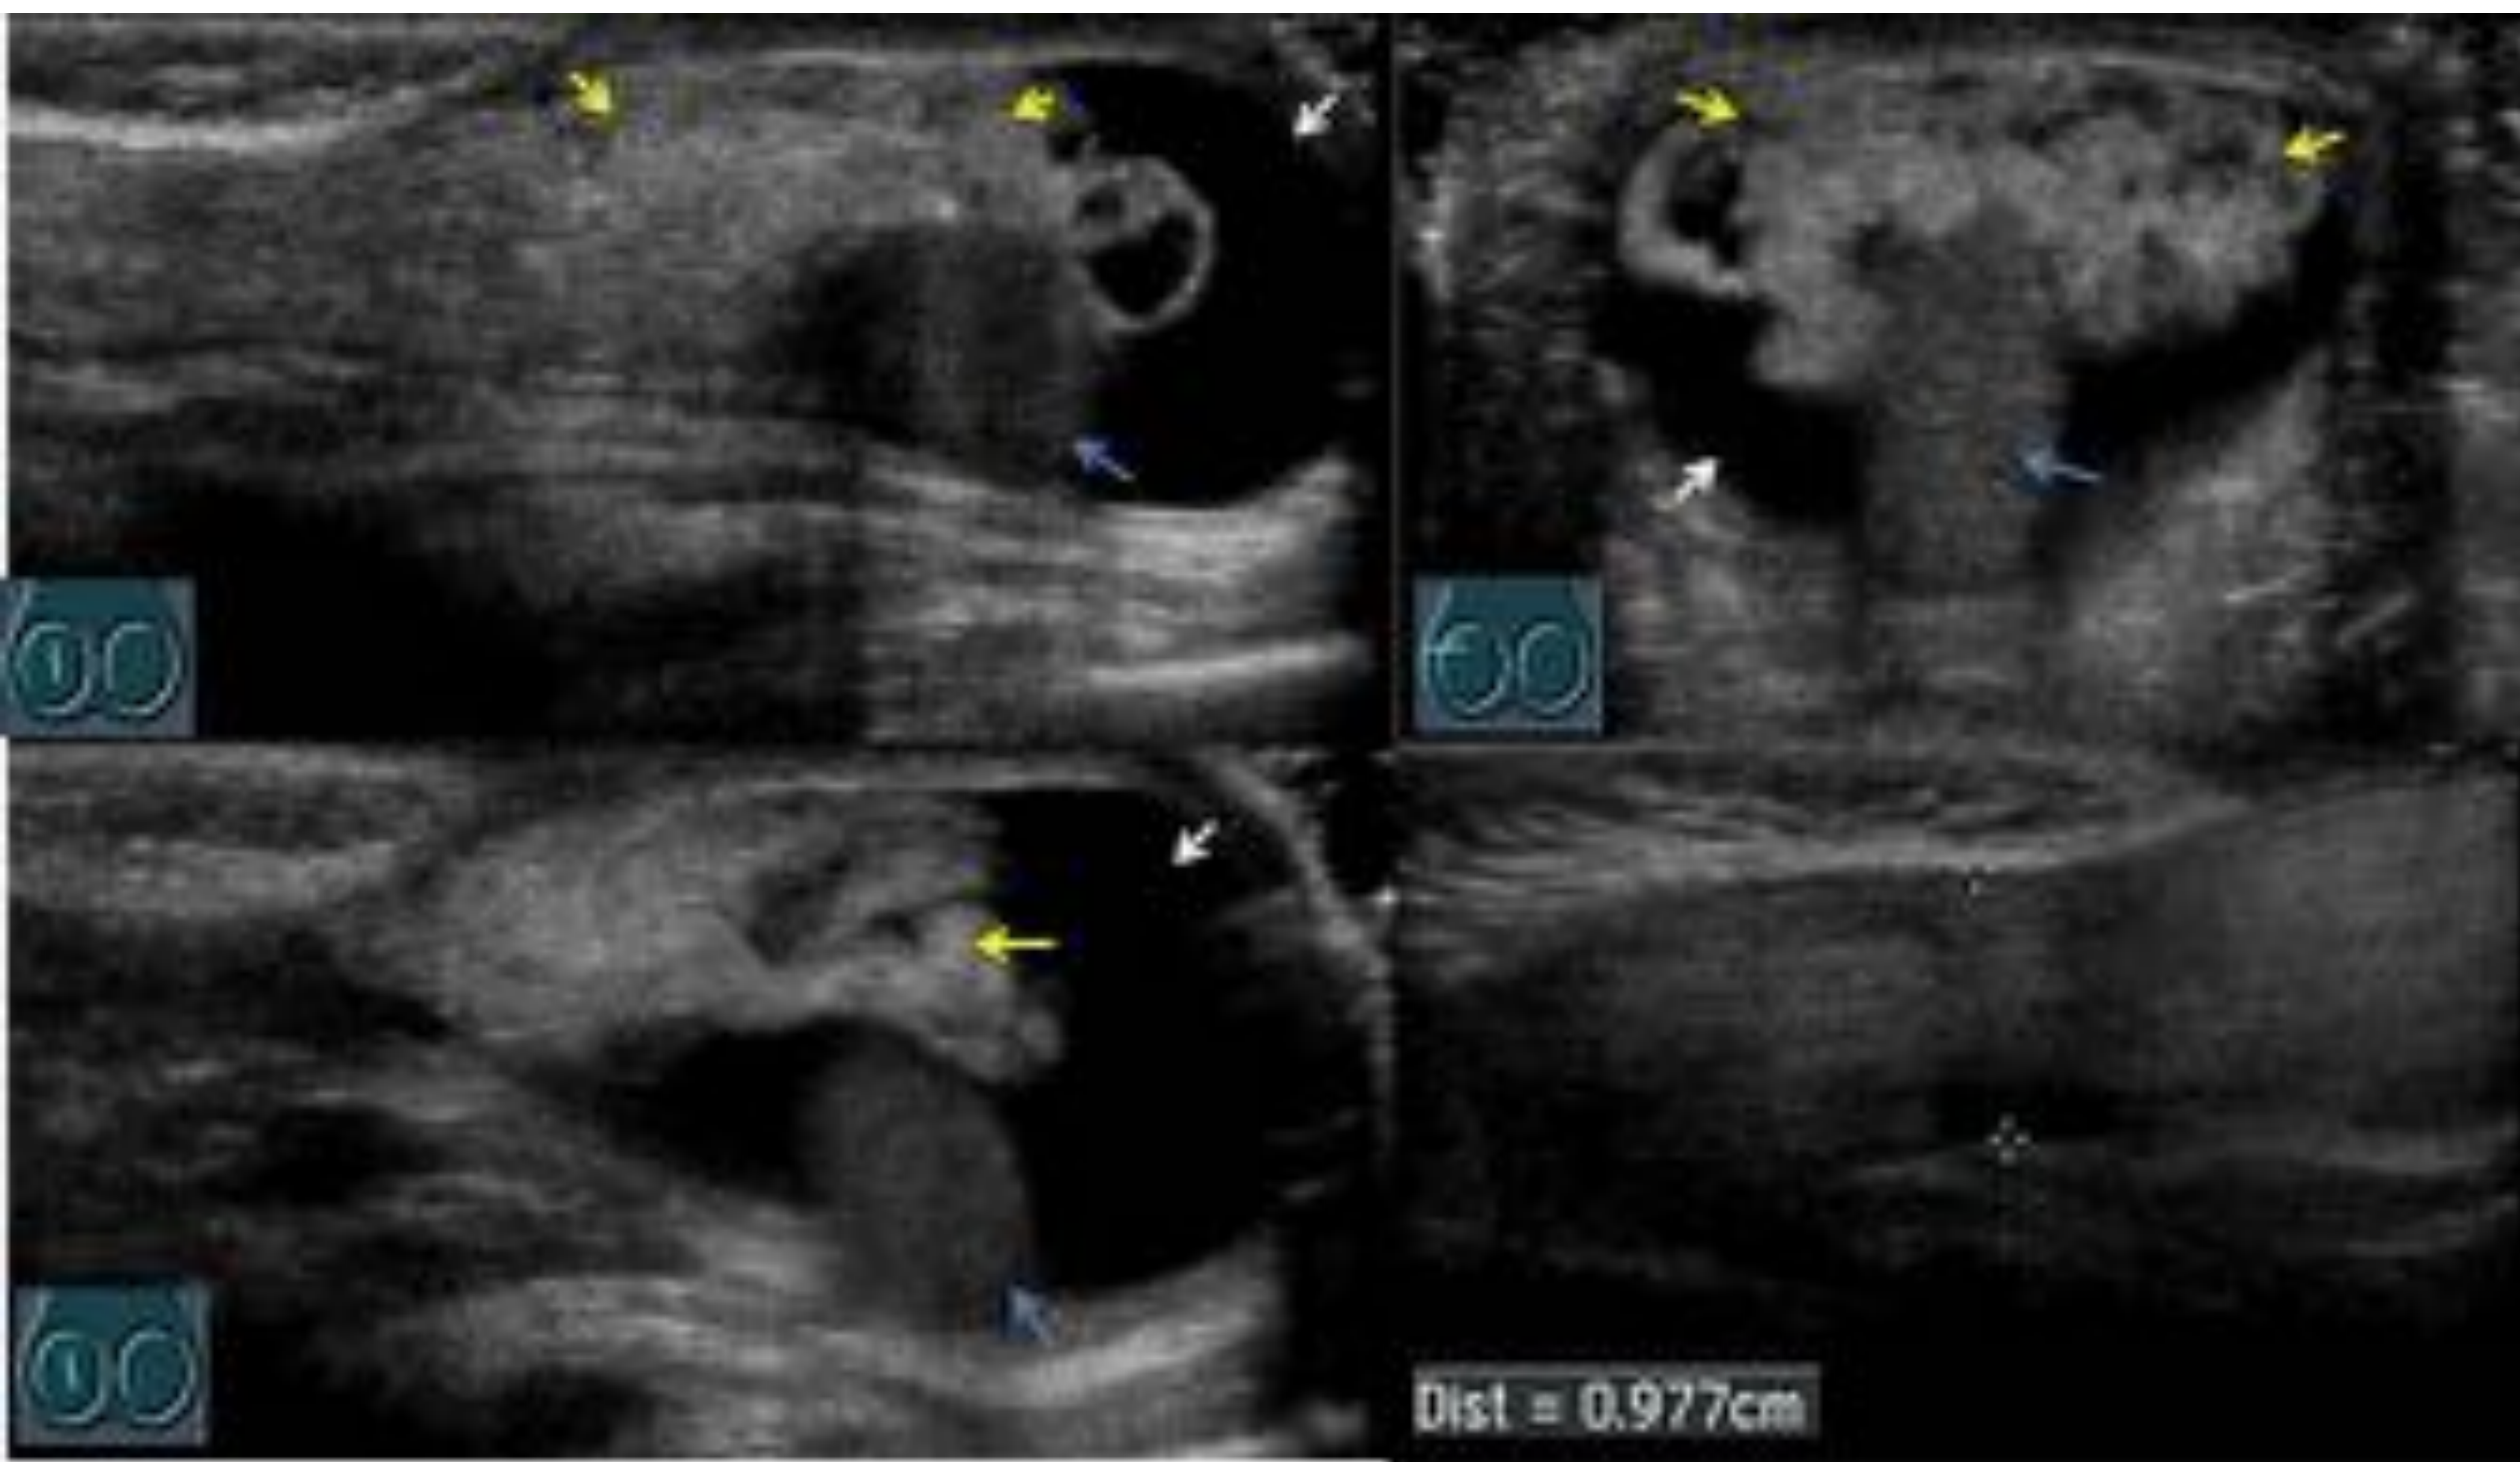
Paciente de 3 años con dolor escrotal. Se realiza ecografía donde se aprecia hernio inguino escrotal derecha de contenido graso (epi-epi) (flechas amarillas), Se identificó aumento del diámetro del canal inguinal (9mm), líquido en bolsa escrotal (flecha blanca). Los testículos no presentaban alteraciones (flecha azul). Se orientó como hernia inguinal derecha con epi-epi en su interior.
